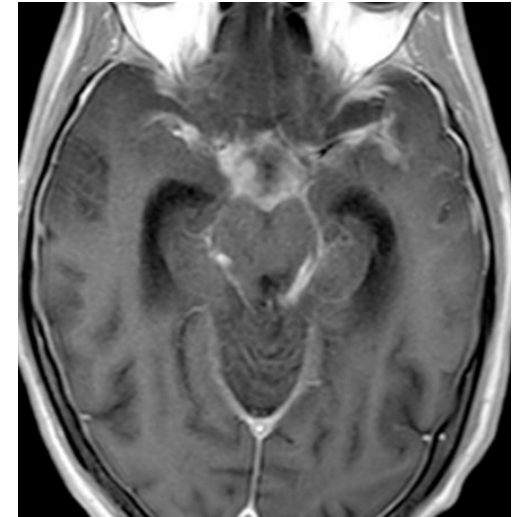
RM con secuencia T1 post contraste en plano axial, donde se muestra un realce leptomeníngeo en cisternas basales en paciente con tuberculosis.
